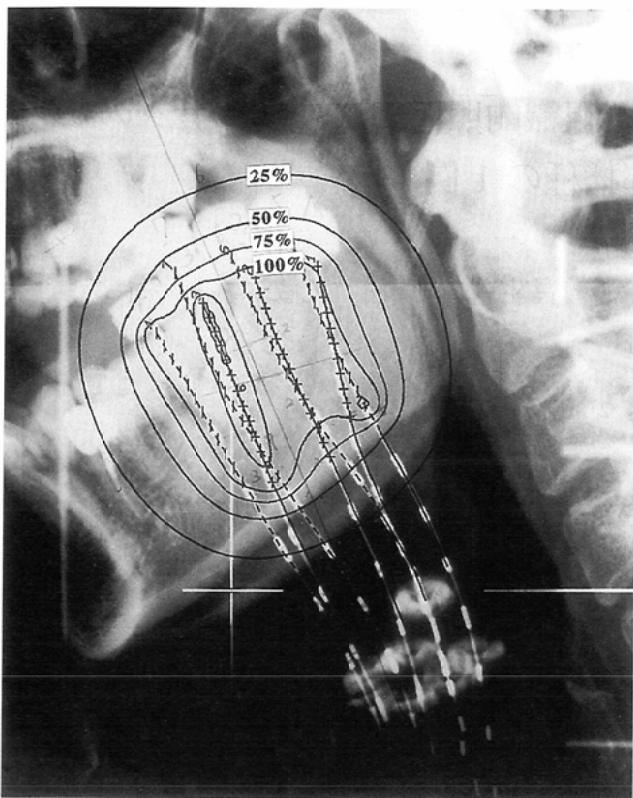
Lateral radiograph superimposing dose distribution. Seven applicators are implanted from the neck into the tongue. The region under the lower margin of the mandible was not treated.
